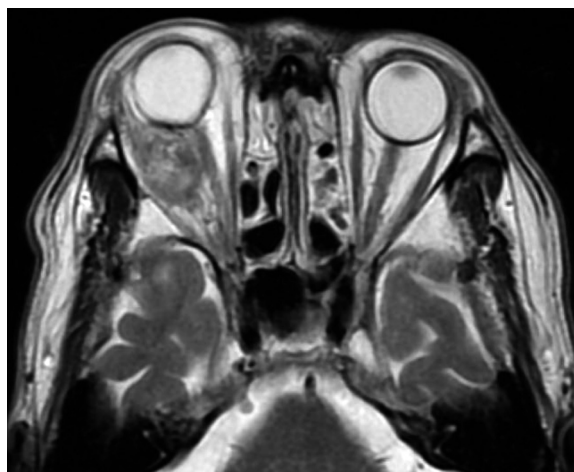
The state of orbital mass after 14 months of sunitinib therapy (Magnetic resonance imaging T2-weighted image).
